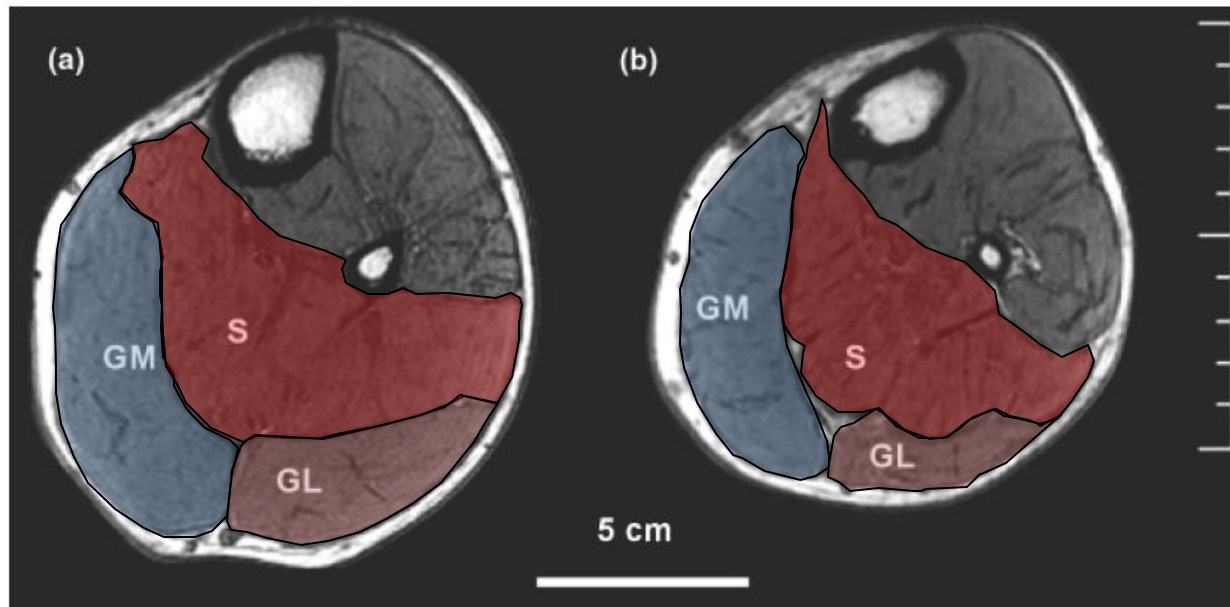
Representative transverse plane magnetic resonance images (MRIs) of the lower leg at approximately 50% tibia length in young males (a) and Elderly males (b). GM, gastrocnemius medialis; GL, gastrocnemius lateralis; S, soleus.
